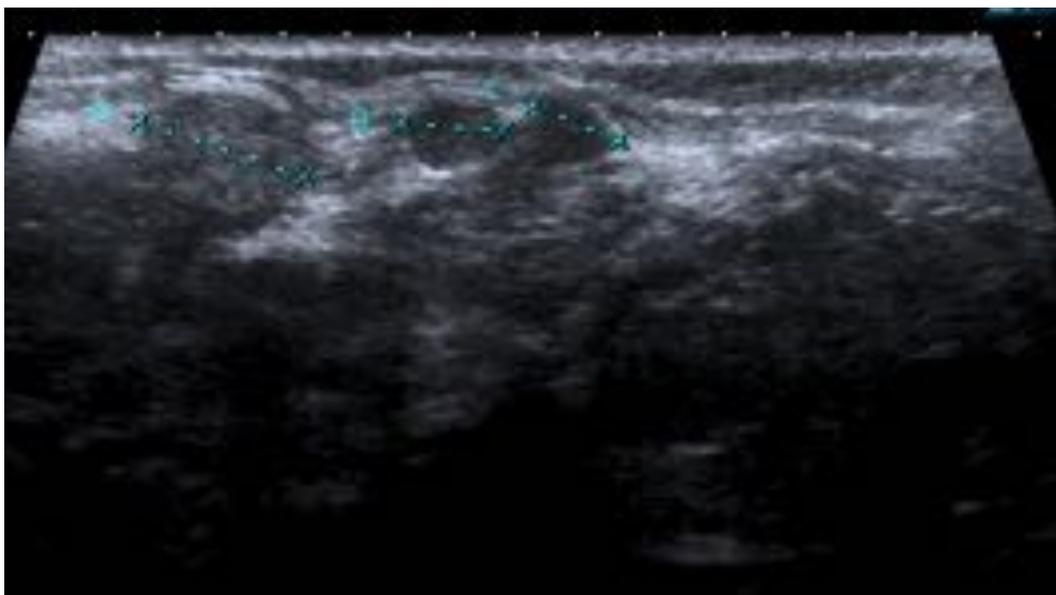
Ecografía cervical: imágenes hipoecogénicas, sin hilo central, de morfología redondeada.
